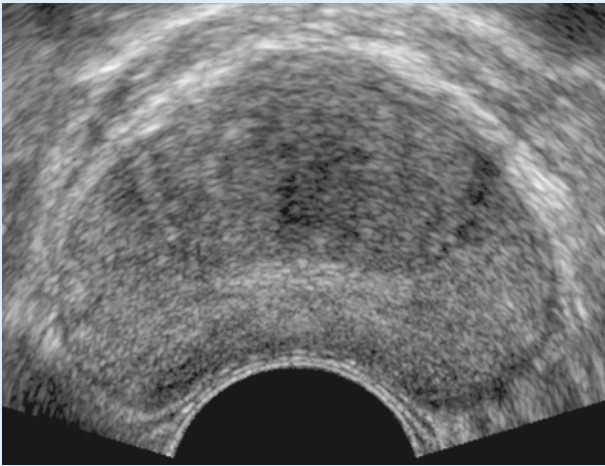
▲ B-Bild-Sonographie der Prostata. Die B-Bild-Sonographie (10 MHz) zeigt kein suspektes Areal (Transversalschnitt). Die systematische Biopsie fand ein Prostatakarzinom in der peripheren Zone links
